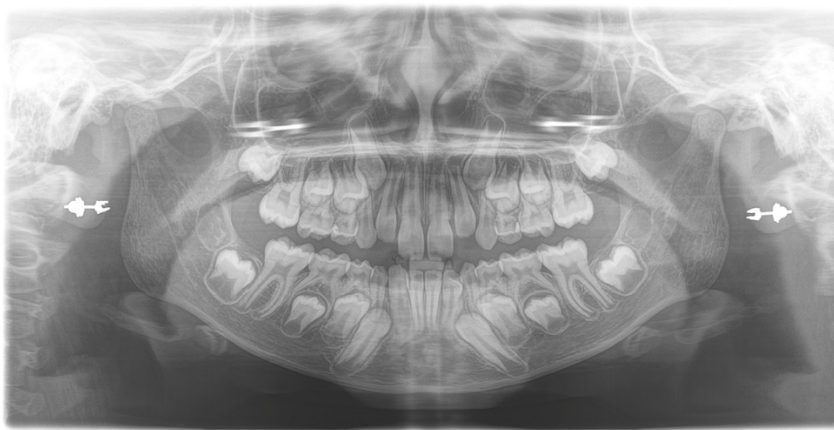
Radiografia panorâmica inicial, evidenciando dentição mista no primeiro período transitório.
